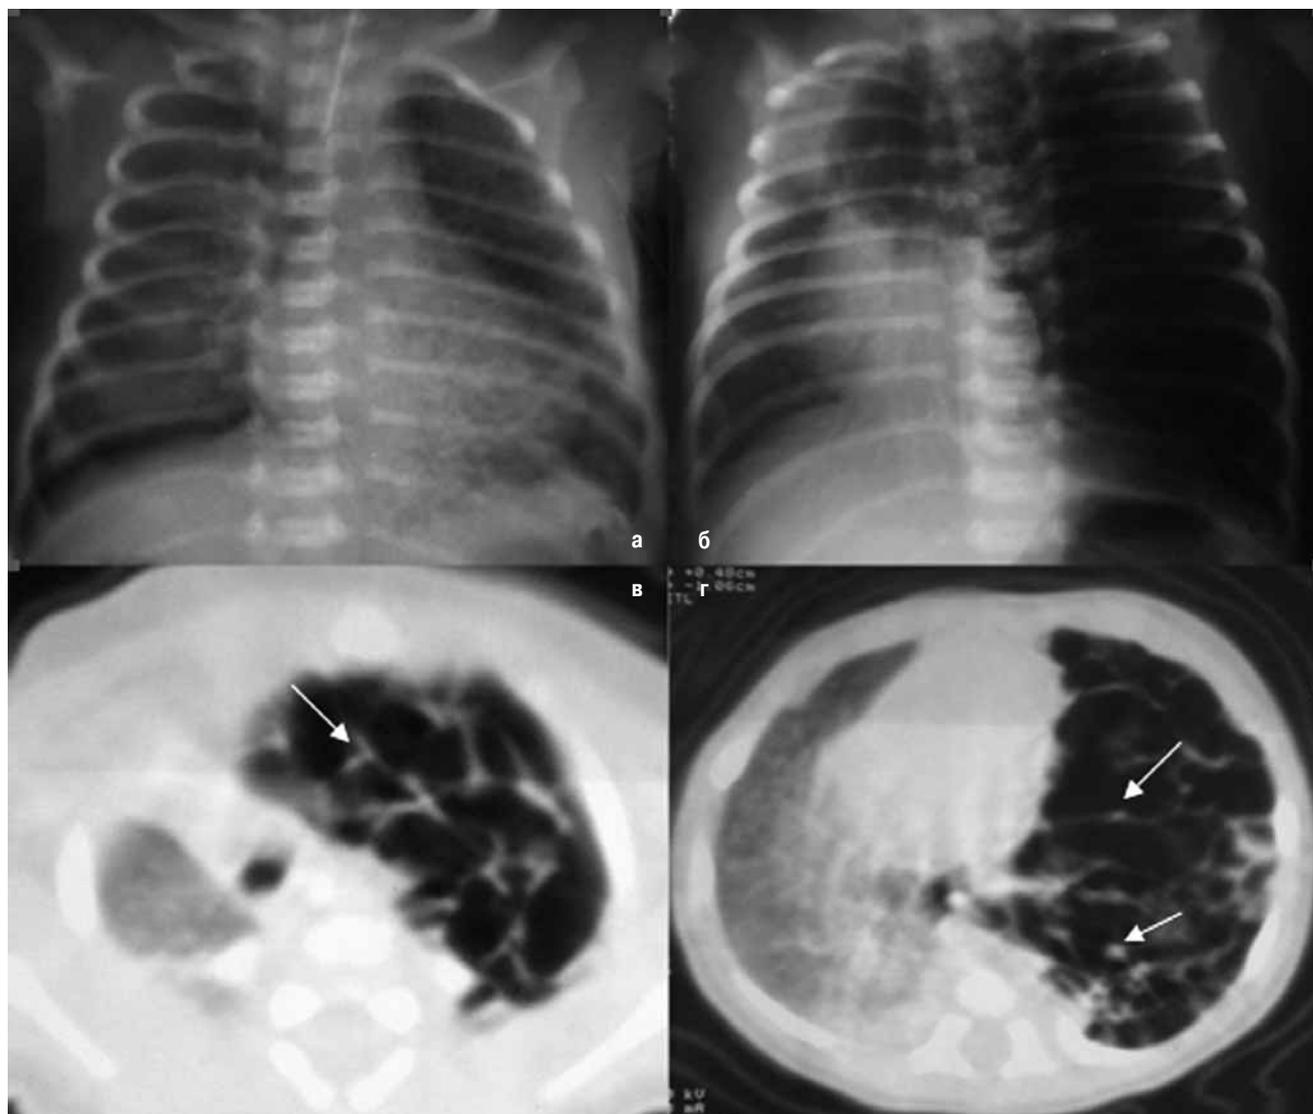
а – рентгенограмма грудной клетки новорожденной девочки в возрасте 2 дней жизни: неоднородная воздушность левого легкого; б – рентгенограмма грудной клетки девочки в возрасте 20 дней жизни: увеличение объема левого легкого с выраженным масс-эффектом, резкое смещение средостения вправо; в, г – КТ грудной клетки: кистозные изменения в левом легком с наличием точечных и линейных структур, резкое смещение трахеи и органов средостения вправо, объем правого легкого уменьшен
